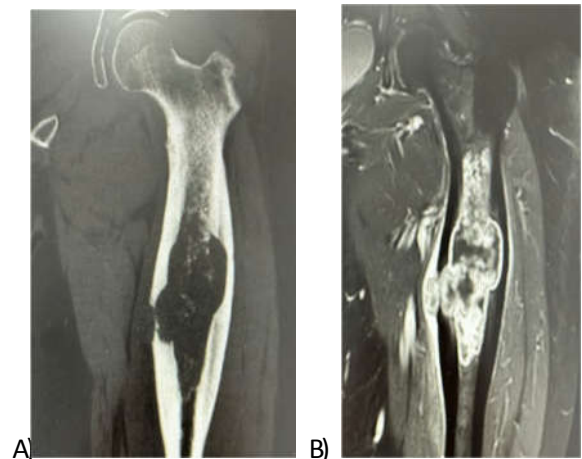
A) TAC de la paciente, rotura de la cortical medial. B) RM de la paciente, con invasión tumoral a partes blandas.
